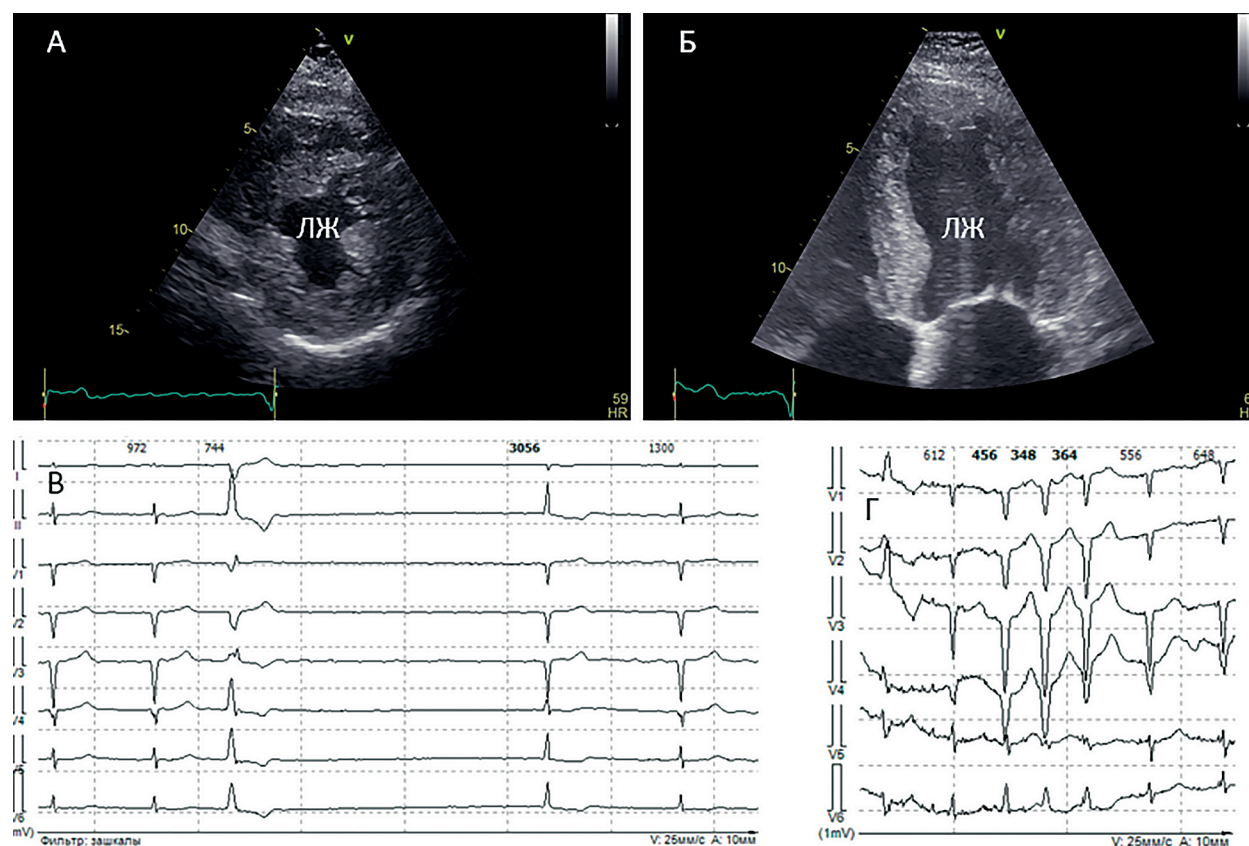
Данные эхокардиографии и суточного мониторинга ЭКГ пациента Ч., 70 лет, с транстиретиновой амилоидной кардиомиопатией. На фрагментах А и Б в поперечном и продольном сечениях, соответственно, визуализируется резко утолщенный миокард межжелудочковой перегородки (17 мм) и свободной стенки левого желудочка (ЛЖ) (18 мм). Полость ЛЖ уменьшена (конечный диастолический размер 44 мм). Резко выраженная concentricкая ГЛЖ (ИММЛЖ 158 г/м², относительная толщина стенки ЛЖ 0,80). На фрагменте В определяются фибрилляция предсердий и пауза асистолии 3056 мсек после желудочковой экстрасистолы. На фрагменте Г отражен неустойчивый пароксизм монморфной желудочковой тахикардии на фоне фибрилляции предсердий
